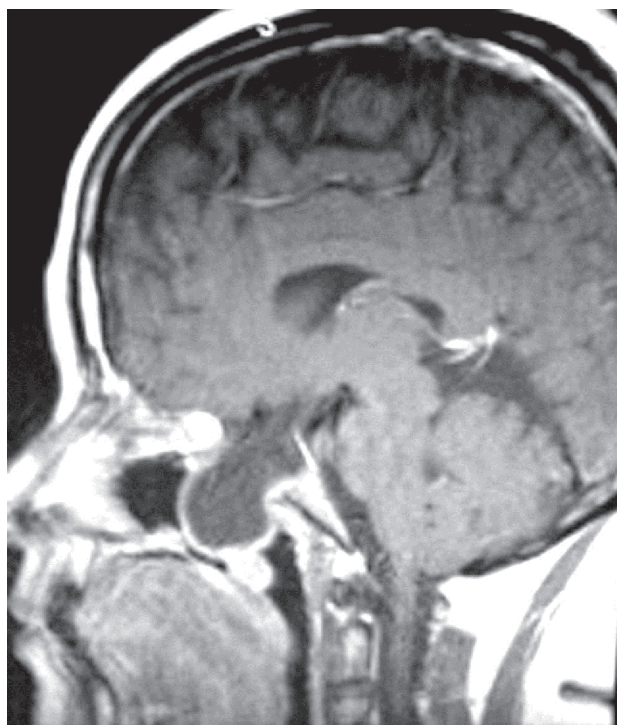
Corte sagital de resonancia magnética en secuencia T1 contrastado que demuestra solución de continuidad a través de fosa media craneal con subsecuente herniación de tejido hacia seno esfenoidal y nasofaringe. Asimismo, se observa adyacente una pequeña lesión redondeada que capta medio de contraste de forma homogénea que provoca obstrucción de la nasofaringe.
